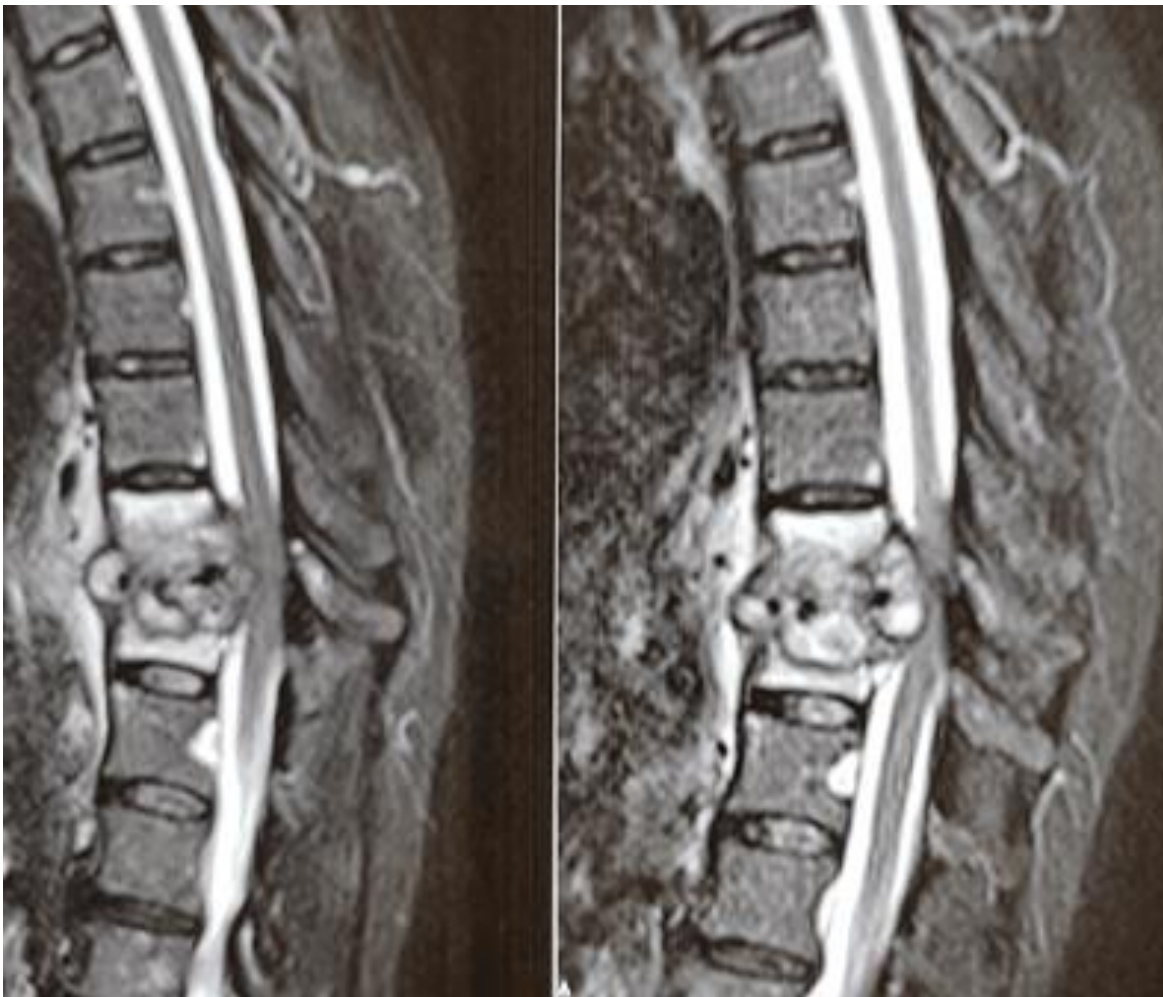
coupes sagitales de l'IRM médullaire montrant un aspect de spondylodiscite de l'étage D10-D11 avec des collections épidurales et para-vertébrales responsables d'une compression médullaire
